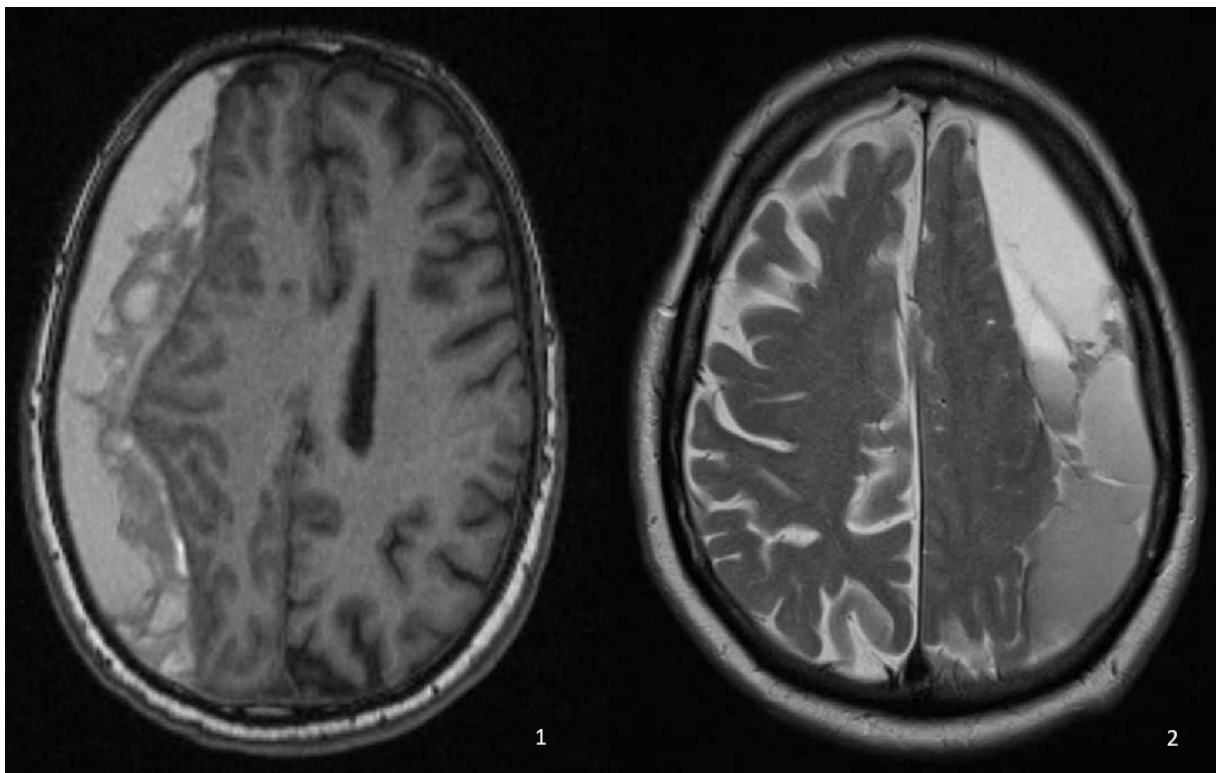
Chronisches Subduralhämatom in der kranialen MRT in T1-Wichtung (1) und T2-Wichtung (2).
